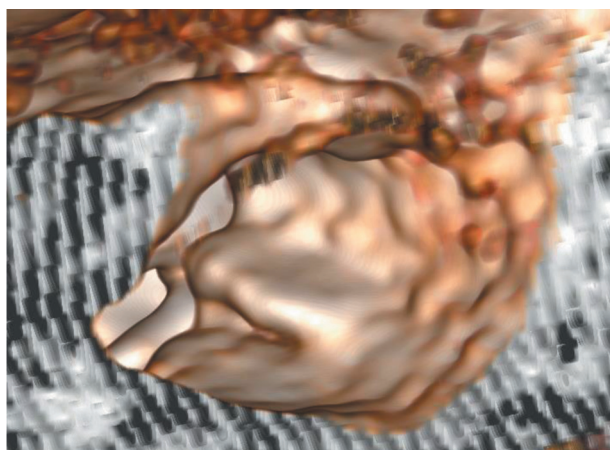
Виртуальная КТ-эндоскопия. Левое ухо. Костный гребень задней стенки НСП в проекции линии предыдущего перелома
